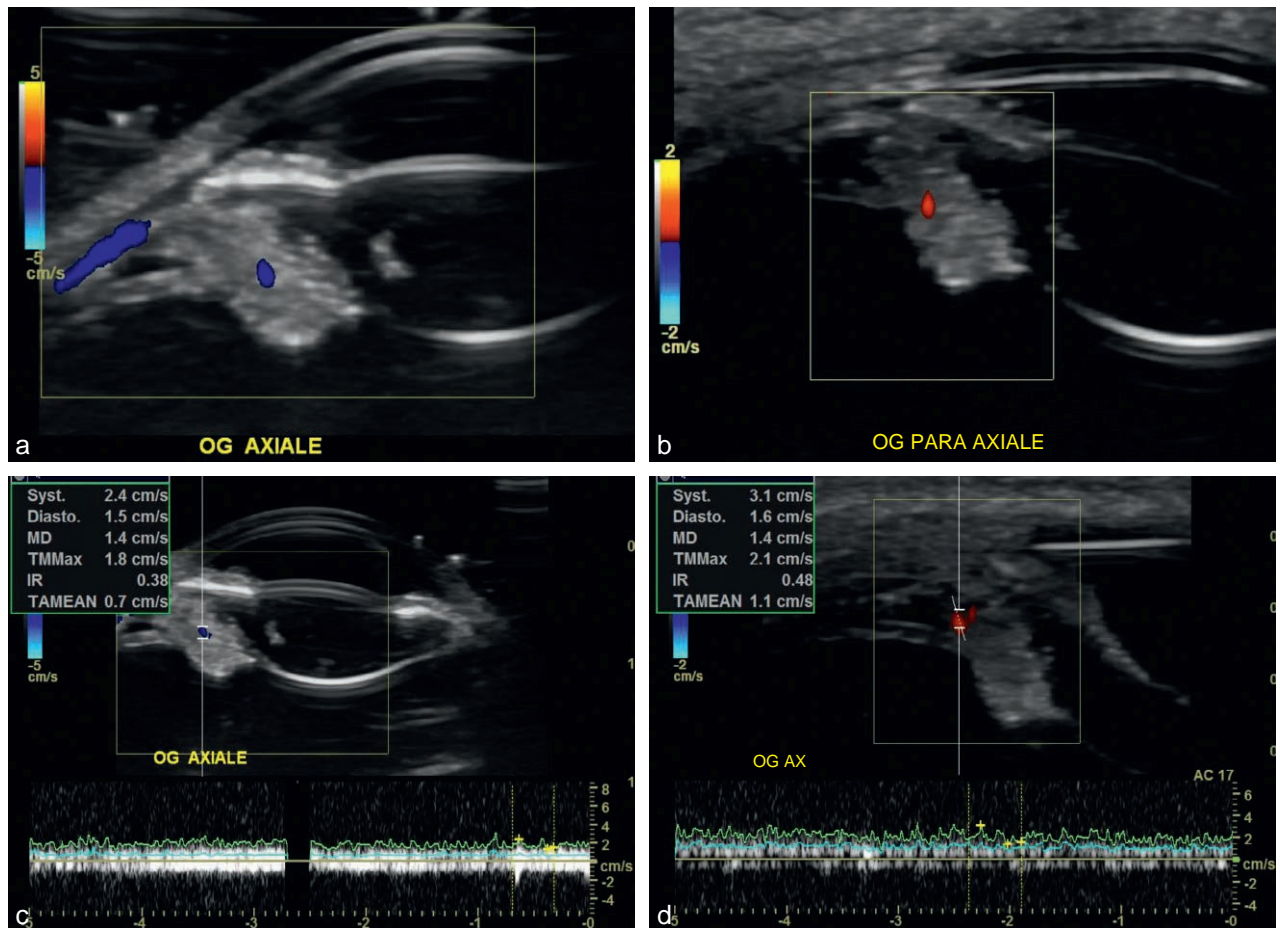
a-d. Aspect en échographie UBM avec Doppler; tumeur peu vascularisée.
